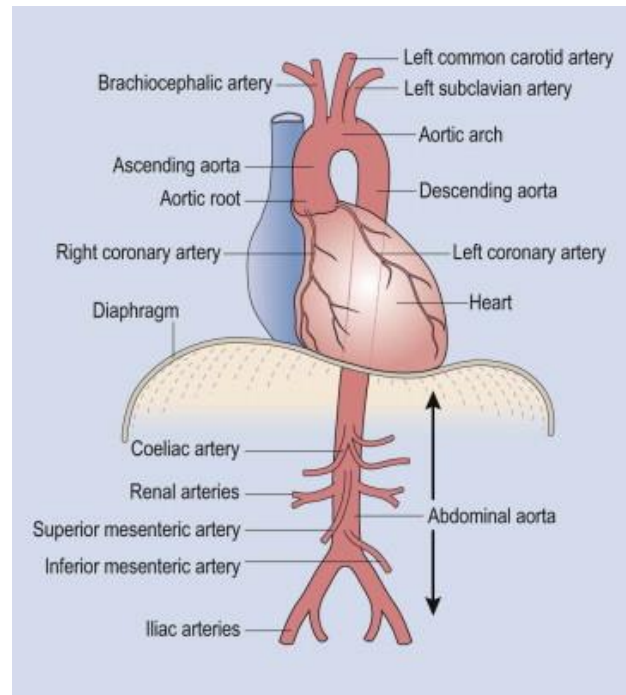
L'aorta. Extreta de: Ryding, Alisdair, BSc(Med Sci)Hons, MBChB(Hons), MRCP (UK), PhD, Essential Echocardiography, Chapter 19, 200-208 Copyright © 2013 . Elsevier Ltd All rights reserved.
